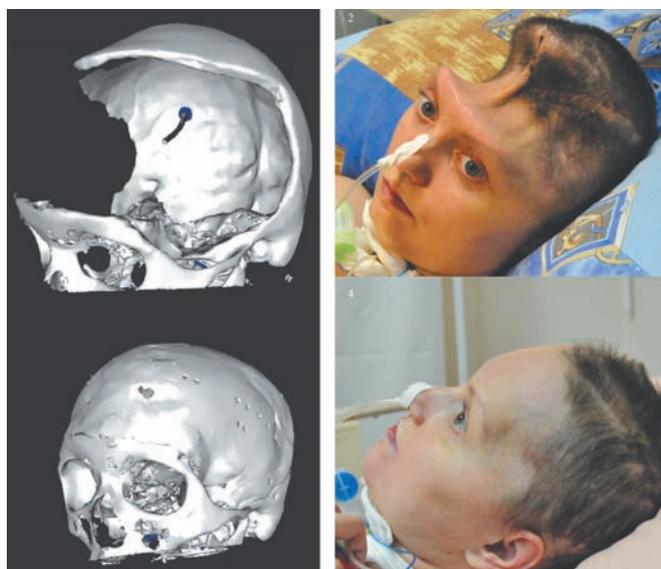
Обширный дефект черепа. 3D КТ и вид больной. Слева — до операции, справа — после краниопластики (с моделированием дефекта методом лазерной стереолитографии).
